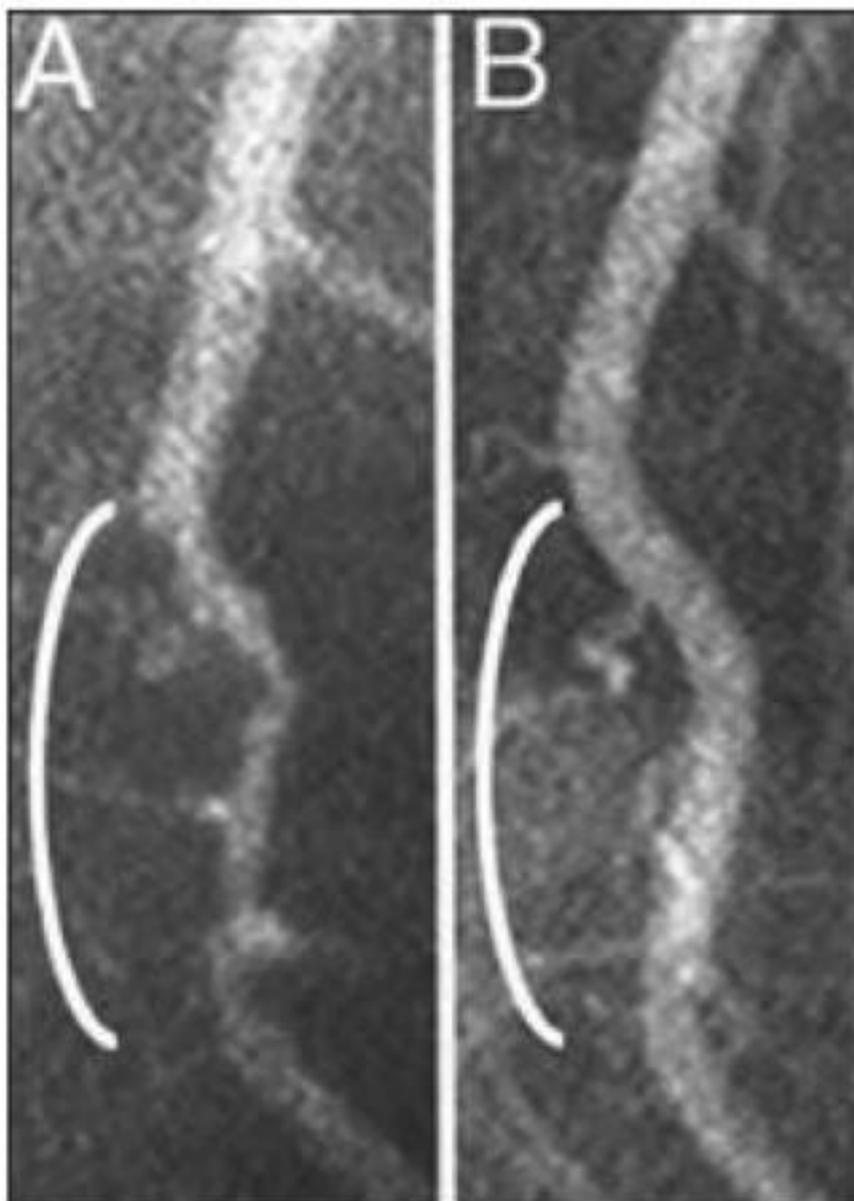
Оба рентгеновских снимка показывают участок левой коронарной артерии, которая снабжает кровью большую часть сердца. Слева (А) можно увидеть больной сосуд (белая «трубка», которая выглядит как ветка и проходит сверху вниз, – обратите внимание на сужение в области белой скобки, как будто трубка сдавлена, что замедляет кровоток). На правой картинке (В) показан тот же самый сосуд после 32 месяцев строгой вегетарианской диеты, при которой пациент питался исключительно растительной пищей. Сужение исчезло, кровоток восстановился, артерия вновь выглядит совершенно здоровой. Болезни сосудов можно не только приостановить, но даже обратить вспять, и все это без хирургического вмешательства и медикаментозного лечения<sup>11</sup>.
